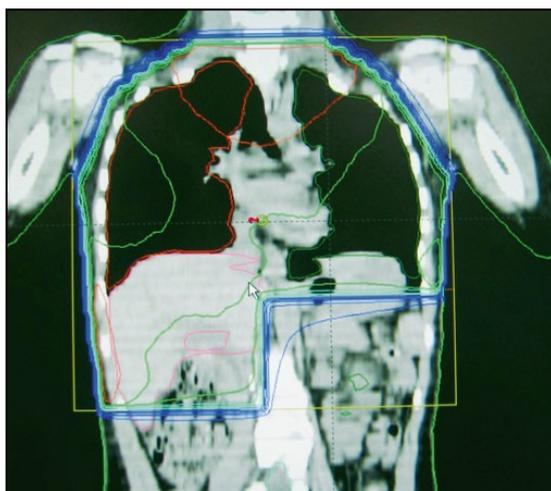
Scansione di una tomografia computerizzata di un paziente con tumore di Wilms che necessita di radioterapia su entrambi i polmoni e sul fianco destro (Cowie, 2016).
